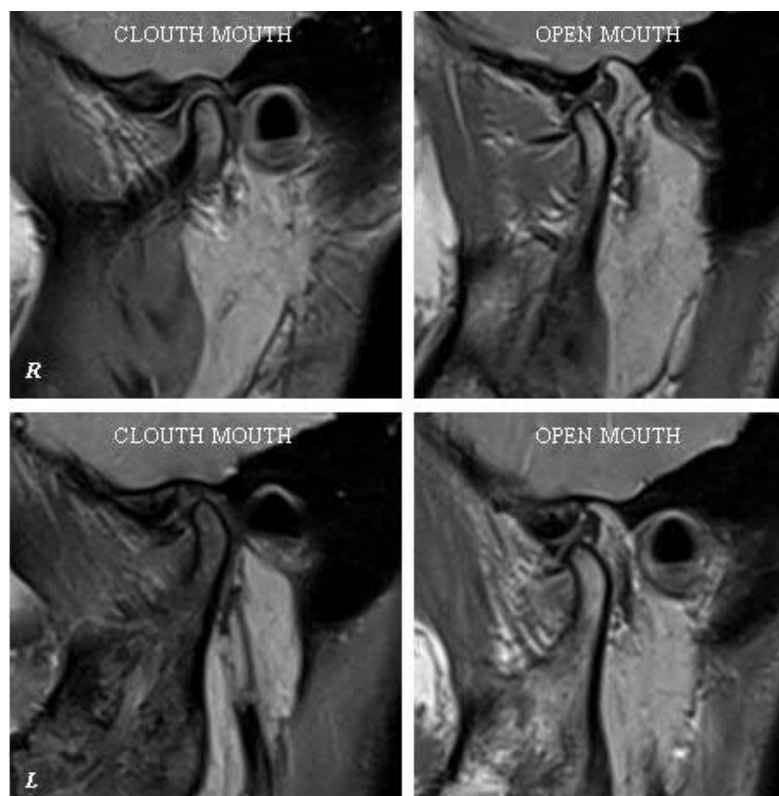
МРТ СНЩС пацієнтки Р. 25 р. іст. хв. № 80.
